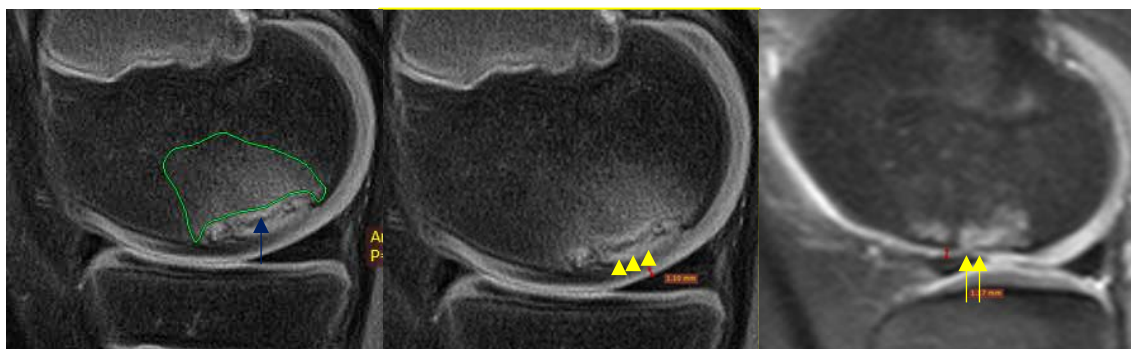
Рисунок №3. Параметры оценки очага РОМБК на МРТ для 100-балльной шкалы МРТ. Участок, обведенный сплошной желтой линией – площадь отека костного вещества. Синяя стрелка указывает на линию гипоинтенсивности между остеохондральным фрагментом и материнской костью, отражая параметр «степень консолидации». Желтыми головками стрелок показан гиперинтенсивный сигнал от остеохондрального фрагмента, оцениваемый в рамках параметра «структура костного вещества». Желтыми стрелками показан участок истончения суставного хряща.
